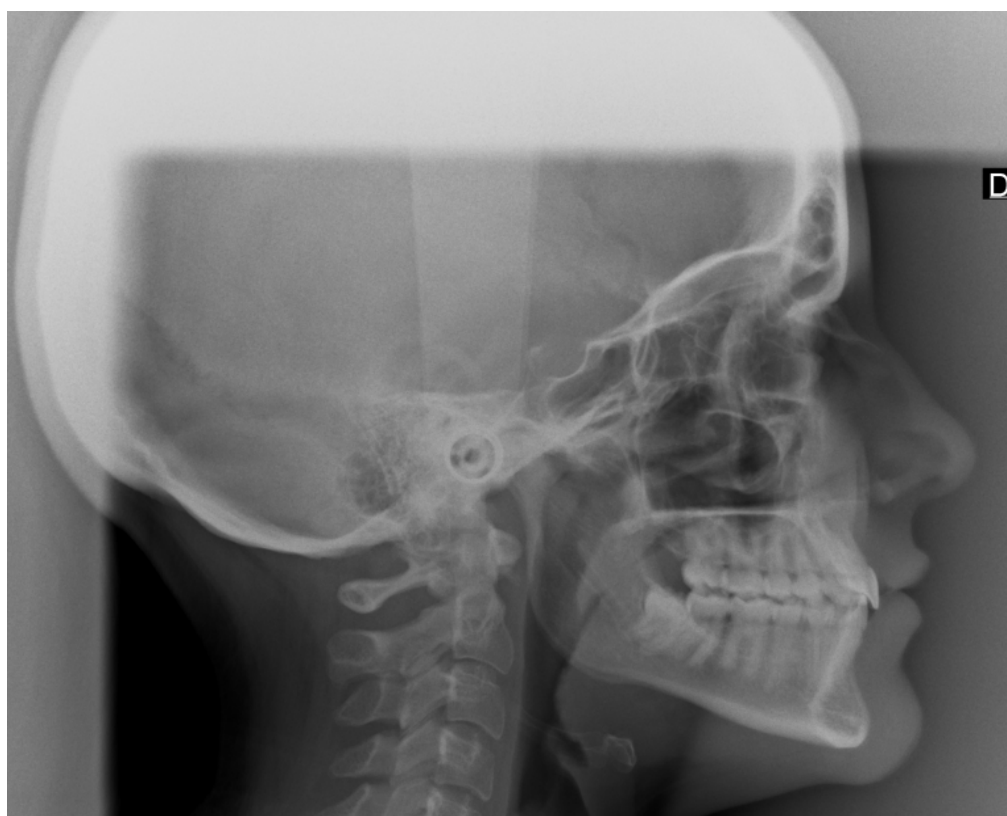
Telerradiografia em norma lateral do paciente nº18 no formato de arquivo TIFF.
